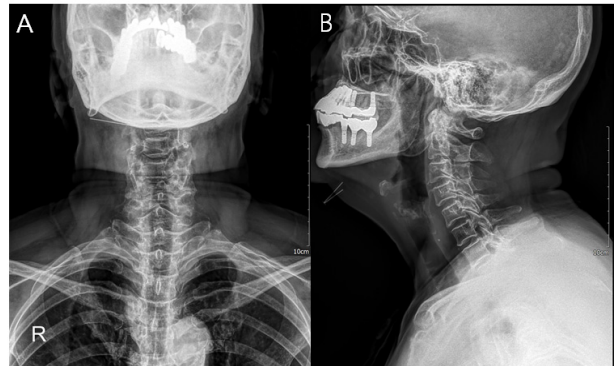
C-spine x-ray of patient. (A) Anteriorposterior view, (B) lateral view.
